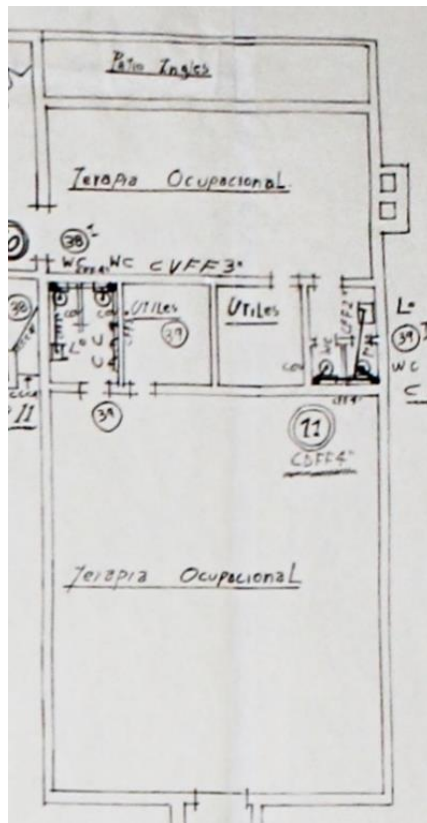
Sección Este IRM, primer piso.
